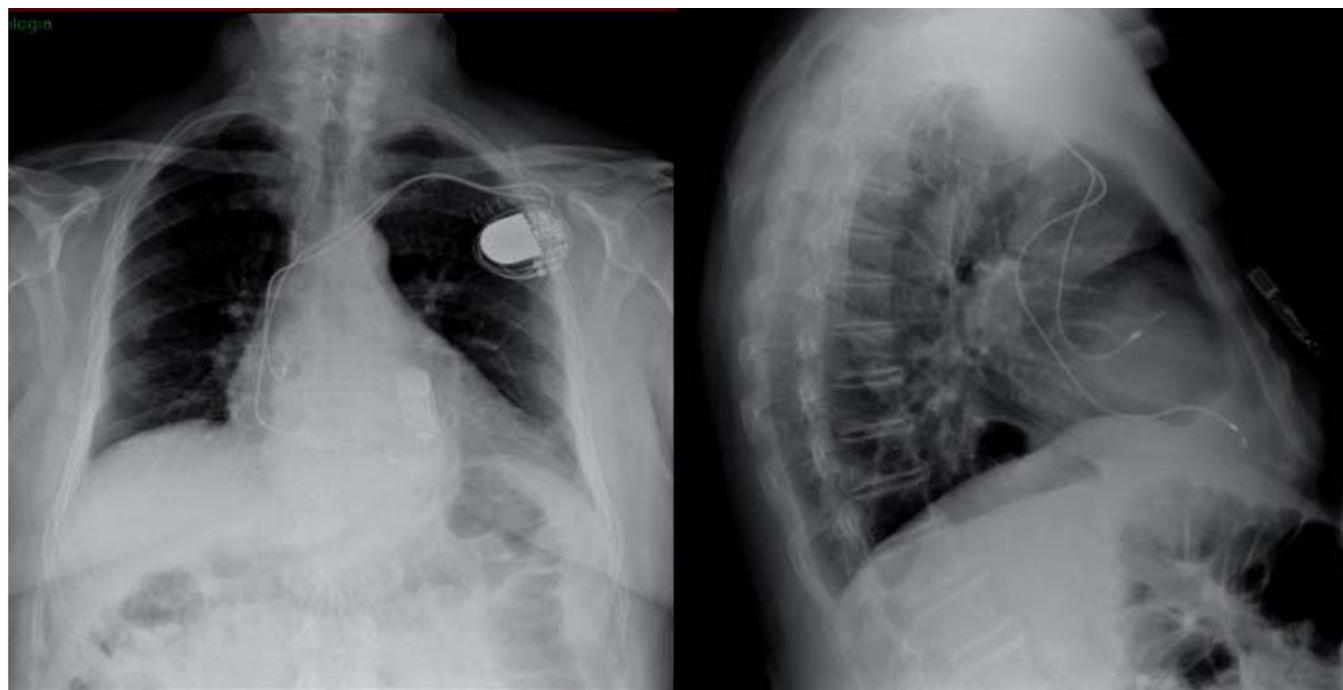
Radiografía de tórax posteroanterior y lateral. En región infraclaviclar , generador con dos cables, uno en posición auricular (orejuela derecha) y otro en ventrículo (ápex de VD). En posición paraesternal izquierda, registrador insertable de eventos.
